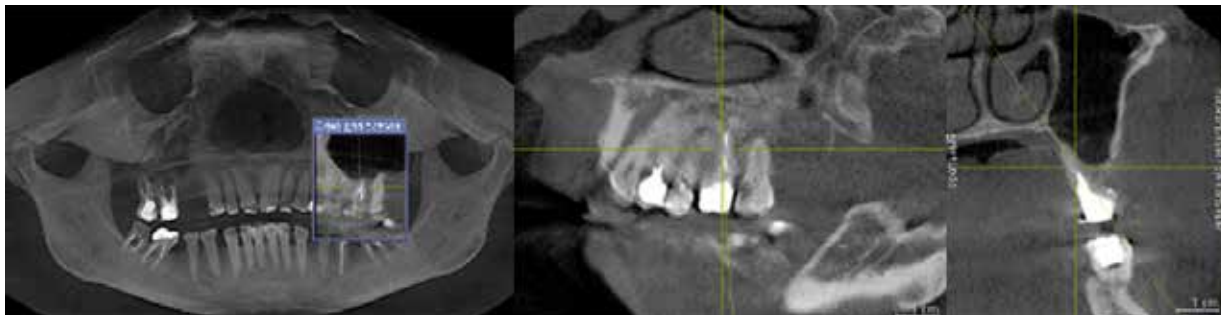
Конусно-лучевая компьютерная томография через 6 месяцев после операции. Рецидива заболевания не выявлено, отсутствуют признаки воспалительного процесса со стороны слизистой оболочки ВЧП, подвергнувшейся хирургическому вмешательству, воздухоносность остальных отделов пазухи сохранена
